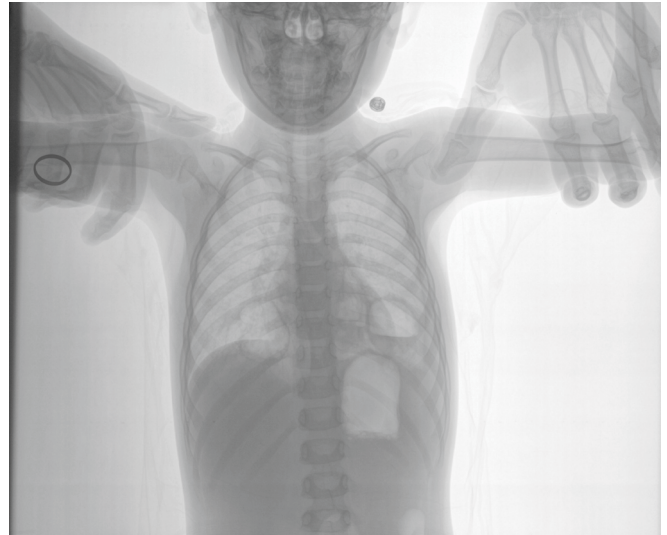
Рентгенограма ОГК.
